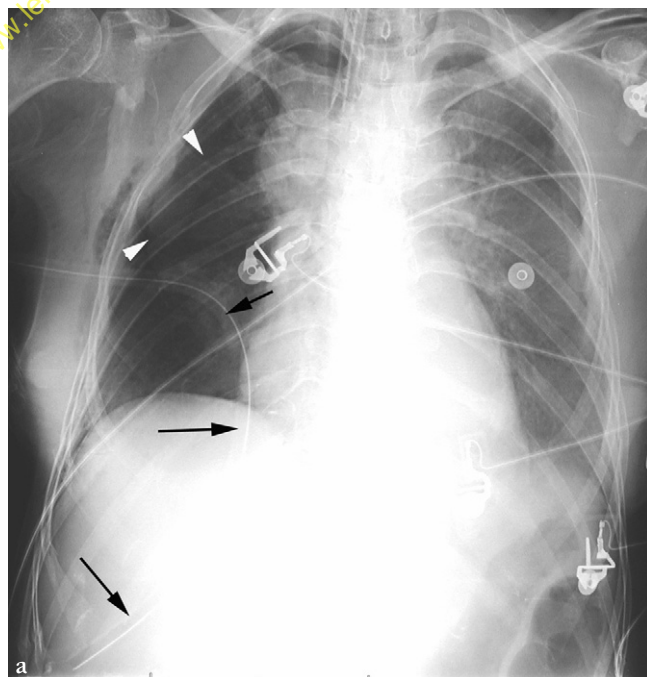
(a) Radiographie thoracique de face.
